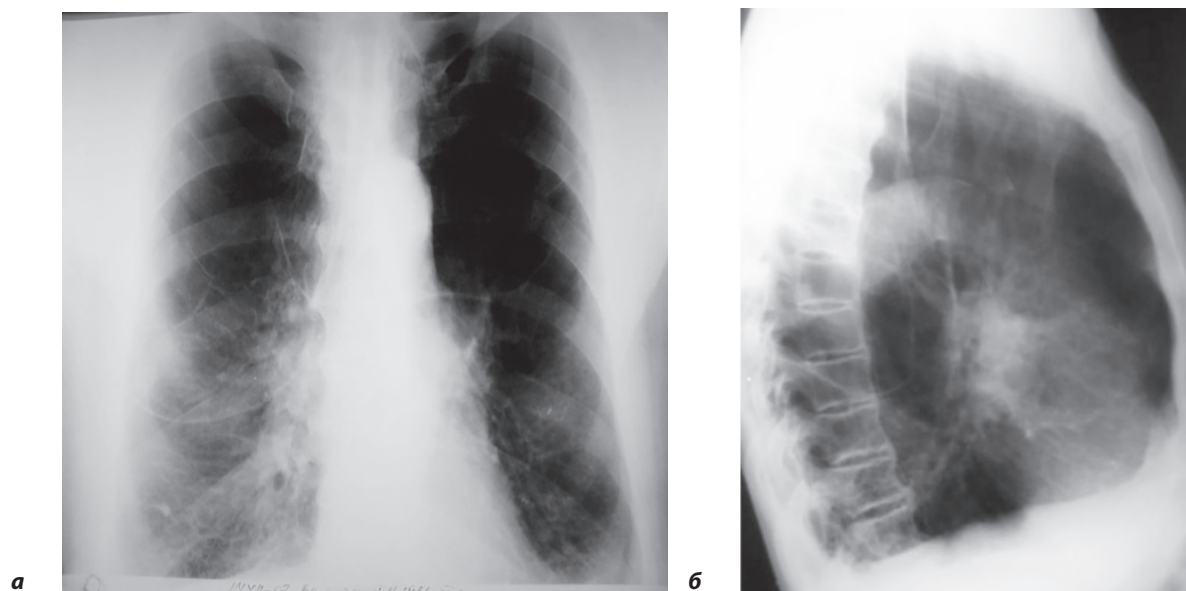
Рентгенограма органів грудної порожнини хворого Л. (а — в прямій проекції, б — в боковій проекції).
